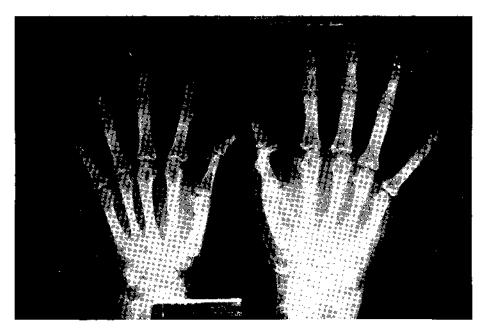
Radiografías comparativas de manos. Puede verse la asimetría por hipertrofia derecha.
